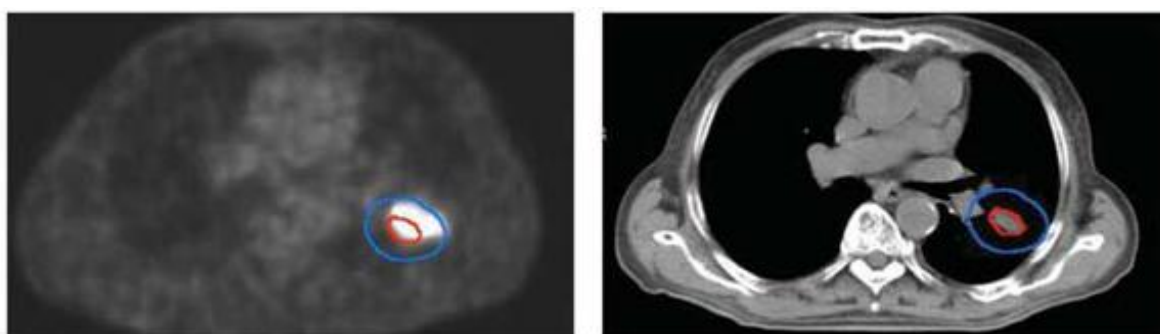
Imagens de PET e CT de reconstrução em corte axial (SERGIO, 2007)
